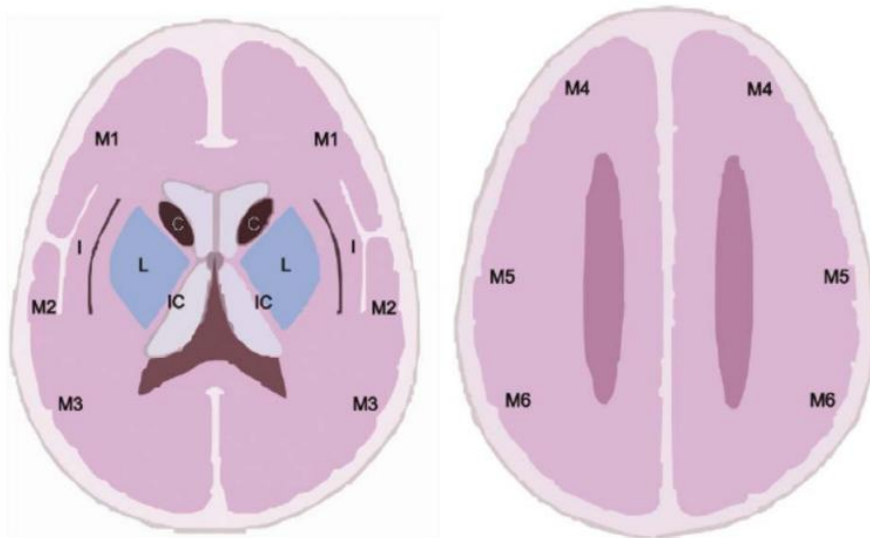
Escala ASPECTS.
